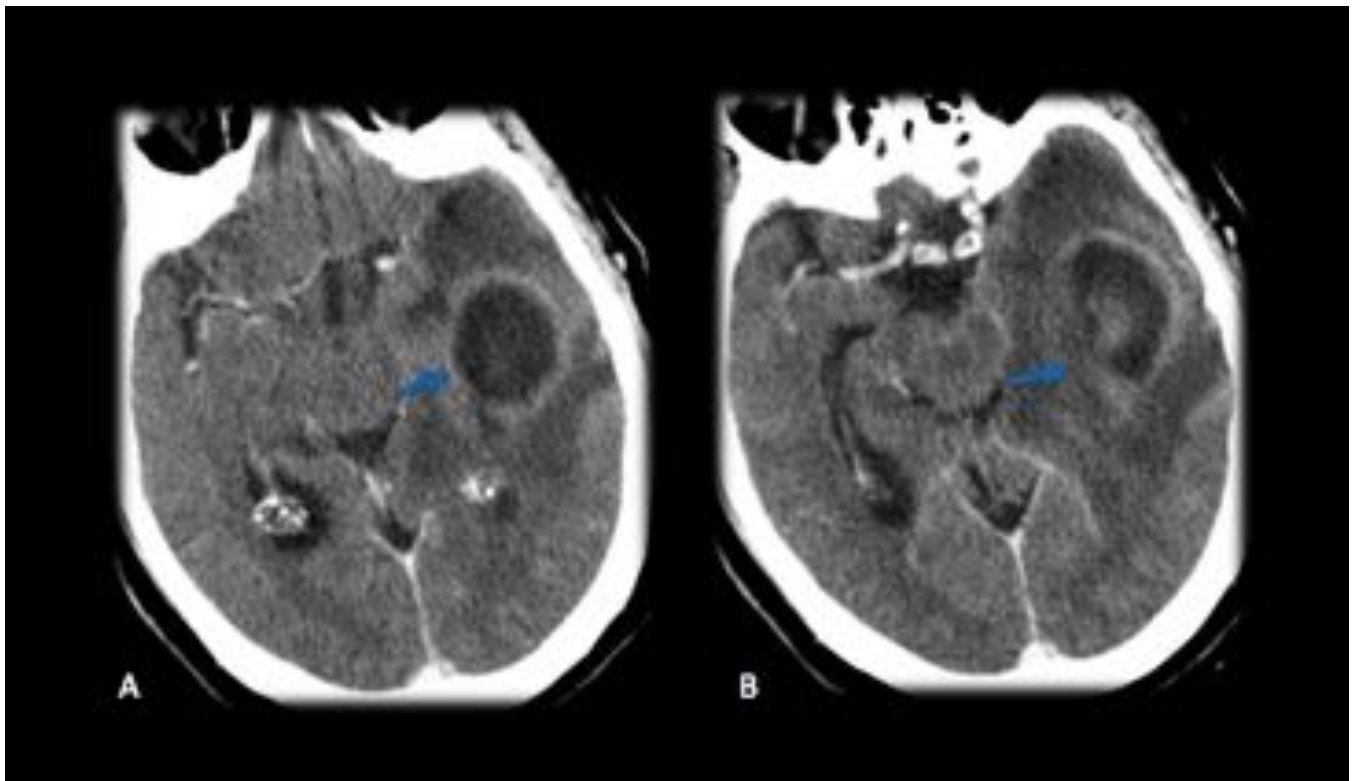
Absceso cerebral por extensión por contigüidad de una otitis media aguda izquierda. Imágenes axiales de TC con civ. Se observa una masa córtico-subcortical hipodensa en lóbulo temporal izquierdo con realce en anillo y edema perilesional.
